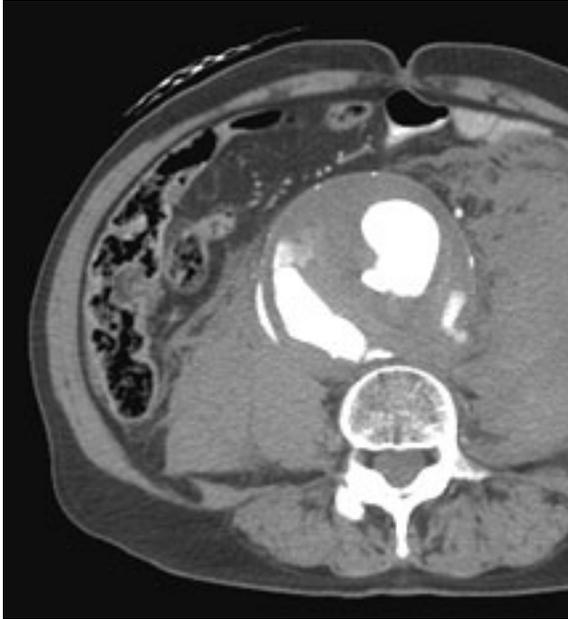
Corte axial de TC abdominal con contraste en fase arterial, donde se observa AAA de 9 x 8 cm, asociado a gran hematoma retroperitoneal izquierdo con signos de extravasación activa en su porción pósterolateral. Se observa además contraste en pared pósterolateral derecha y compresión de vena cava inferior, la que adquiere aspecto filiforme.
